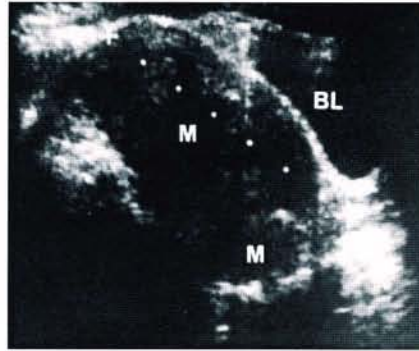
経腹走査法による子宮筋腫像。heterogeneous なエコー輝度を呈す子宮の輪郭不整な腫大が認められる (M: 筋腫に相当すると考えられる部位、BL: 膀胱)。
